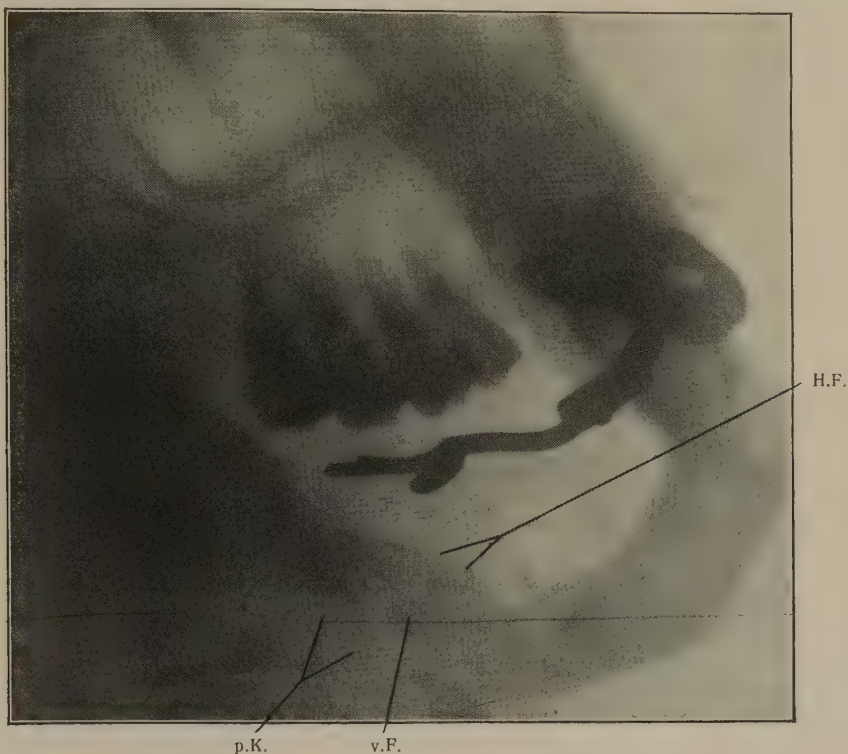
Röntgenbild II nach der Implantation des Periosthäutchens.
